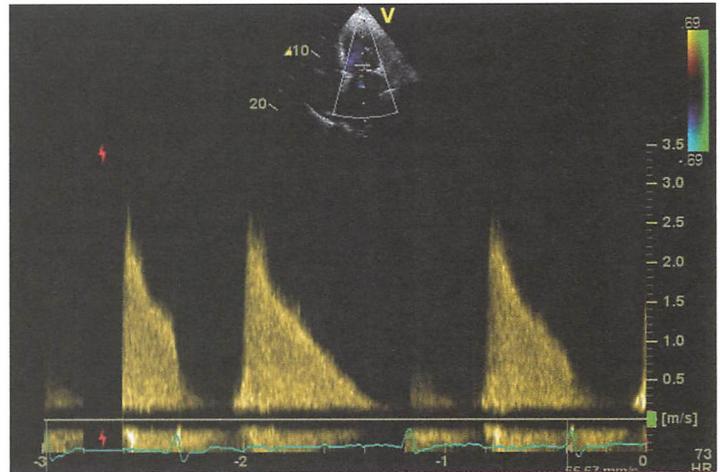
Señal de Doppler transmitral en un paciente con estenosis mitral grave en fibrilación auricular, con un marcado incremento de velocidades y gradientes transmitrales
